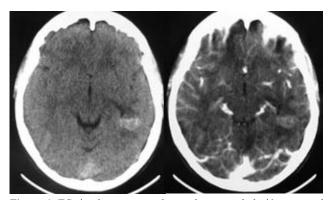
TC simple y contrastada que demuestra la lesión temporal izquierda (flechas).
